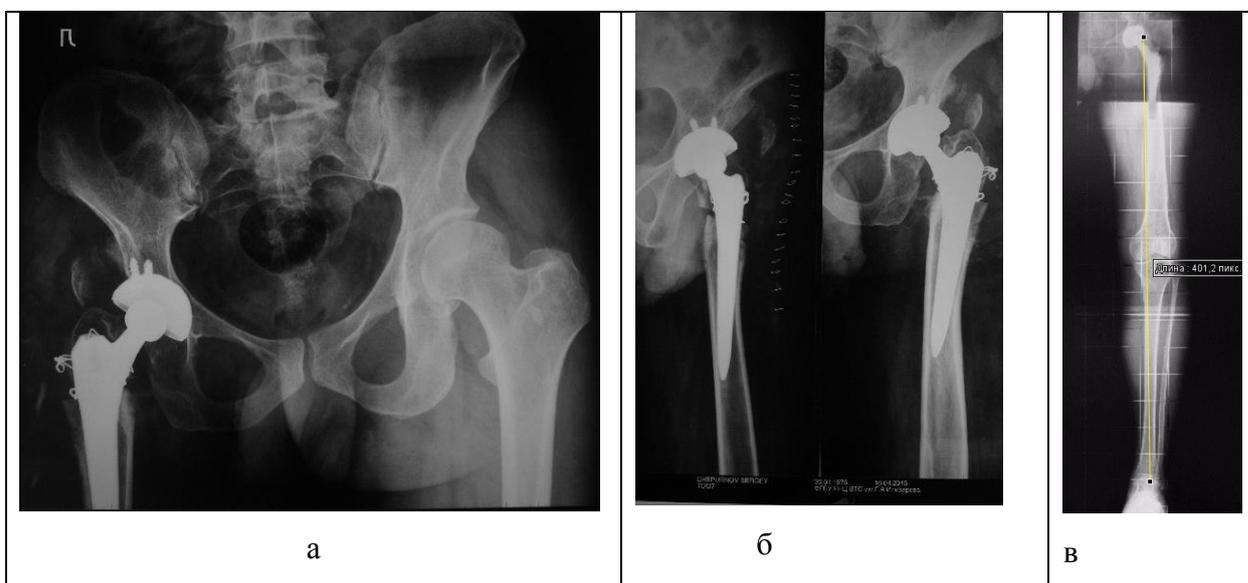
Рентгенограммы таза (а), левого тазобедренного сустава (б) и телерентгенограмма (в) левой нижней конечности (отмечена биомеханическая ось) больного Ч., 37 лет после эндопротезирования с проксимальной укорачивающей остеотомией.
